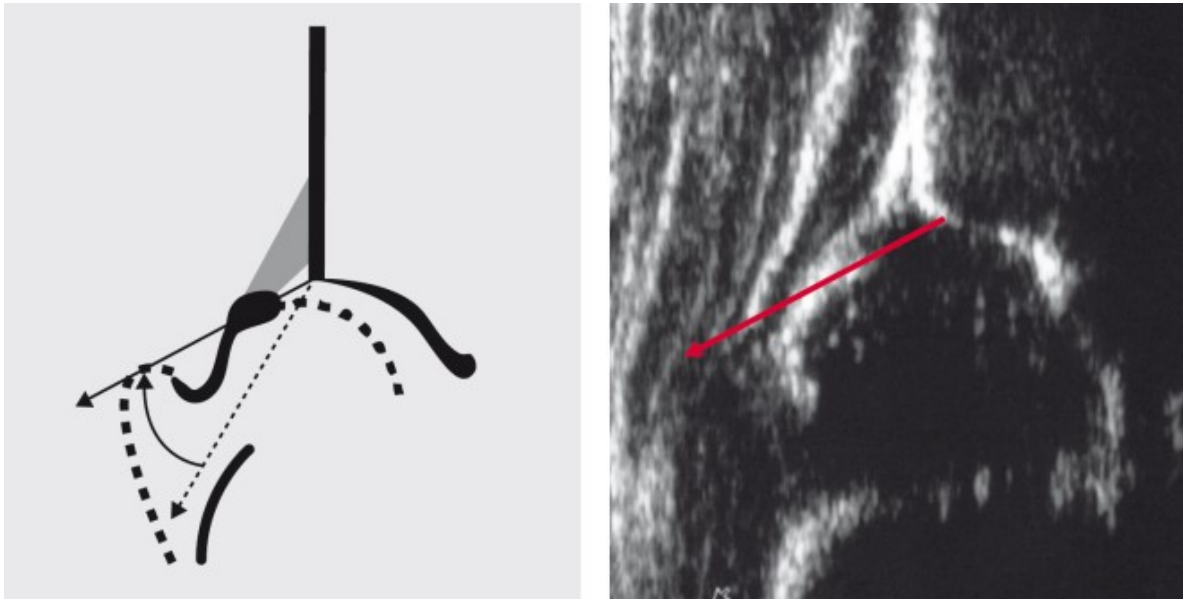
Ausstelllinie = Knorpellinie - Skizze und Sonogramm (32)
